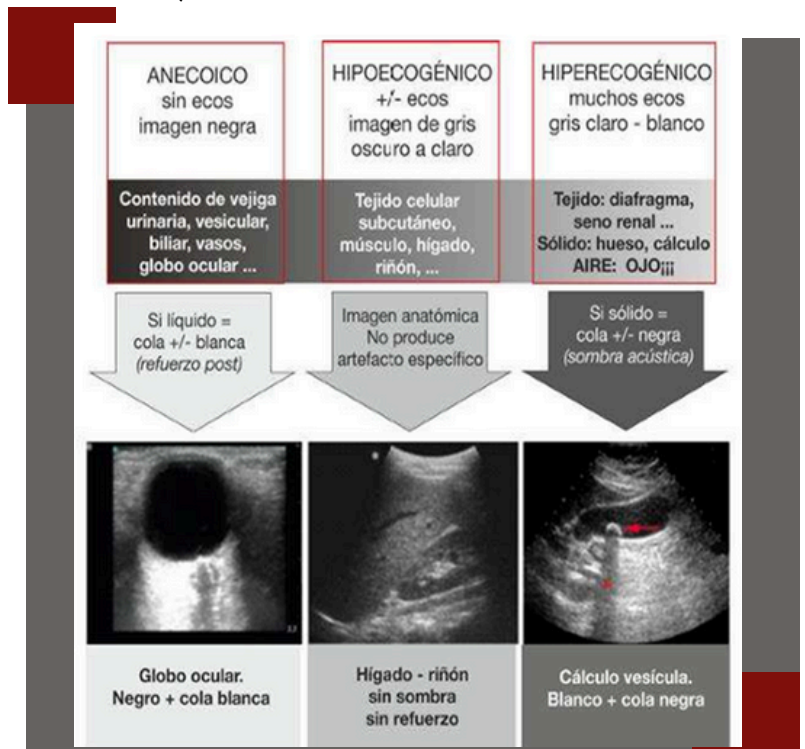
Ejemplos de Ecogenicidad en la Ultrasonografía
